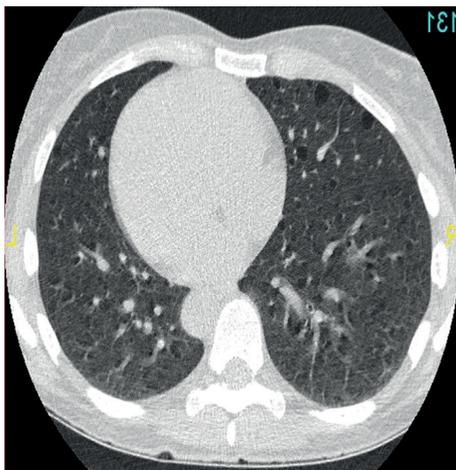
Imagen de TAC torácico con afectación característica de linfangioleiomiomatosis en una paciente con CETw
